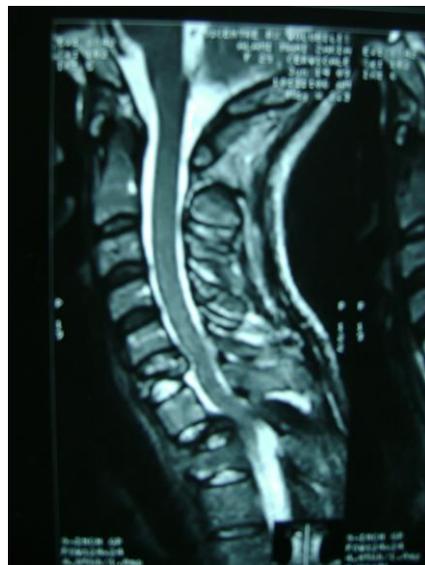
IRM en séquence pondérée T2 montrant un double tassement au niveau de C5 et C7 avec compression médullaire chez une patiente atteinte d'une cancer du sein [notre série]
